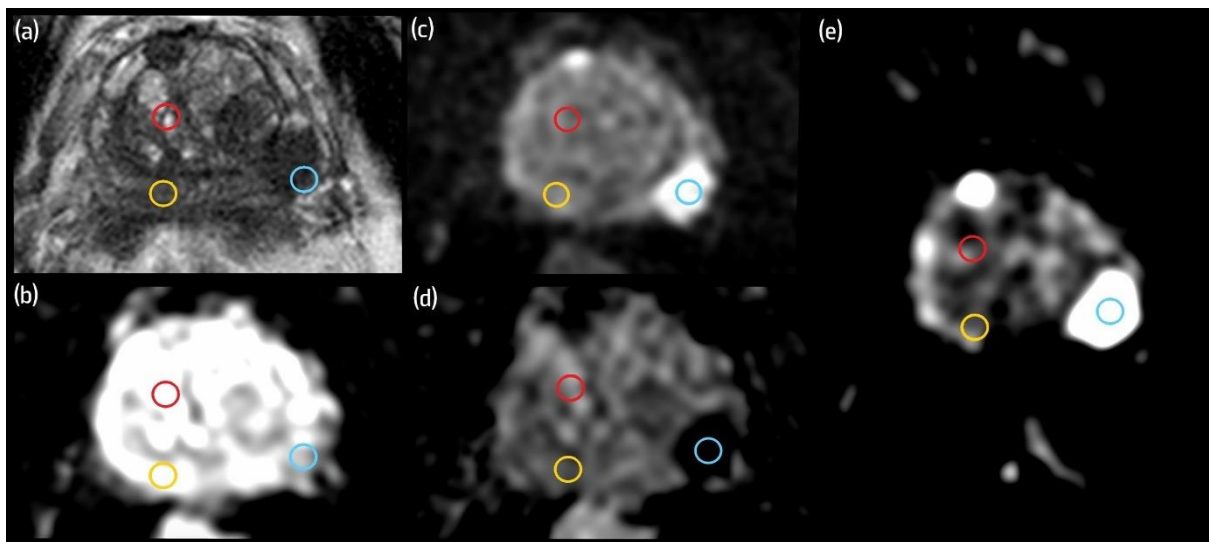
Segundo método de delimitação da lesão para análise da imagem ponderada em difusão. Paciente com 73 anos de idade, lesão de carcinoma da próstata na zona periférica (ZP) pósterio-lateral esquerda da base da próstata. (a) Imagem ponderada em T2; (b) imagem ponderada em difusão (DWI) com valor de $b=200 \text{ s/mm}^2$; (c) DWI com valor de $b=1000 \text{ s/mm}^2$; (d) mapa do coeficiente de difusão aparente; (e) DWI com valor de $b=2000 \text{ s/mm}^2$. A região de interesse (ROI) circular azul representa a lesão, a ROI circular amarela representa a área de tecido normal da ZP e a ROI circular vermelha representa a área de tecido normal da glândula central.
